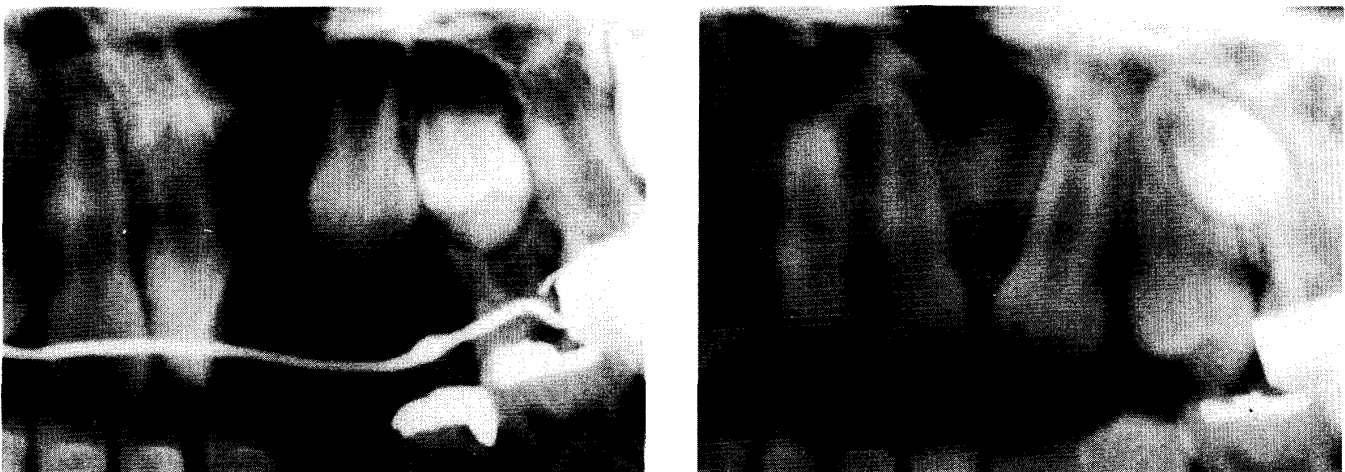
Panoramic radiographs in Case 1.
